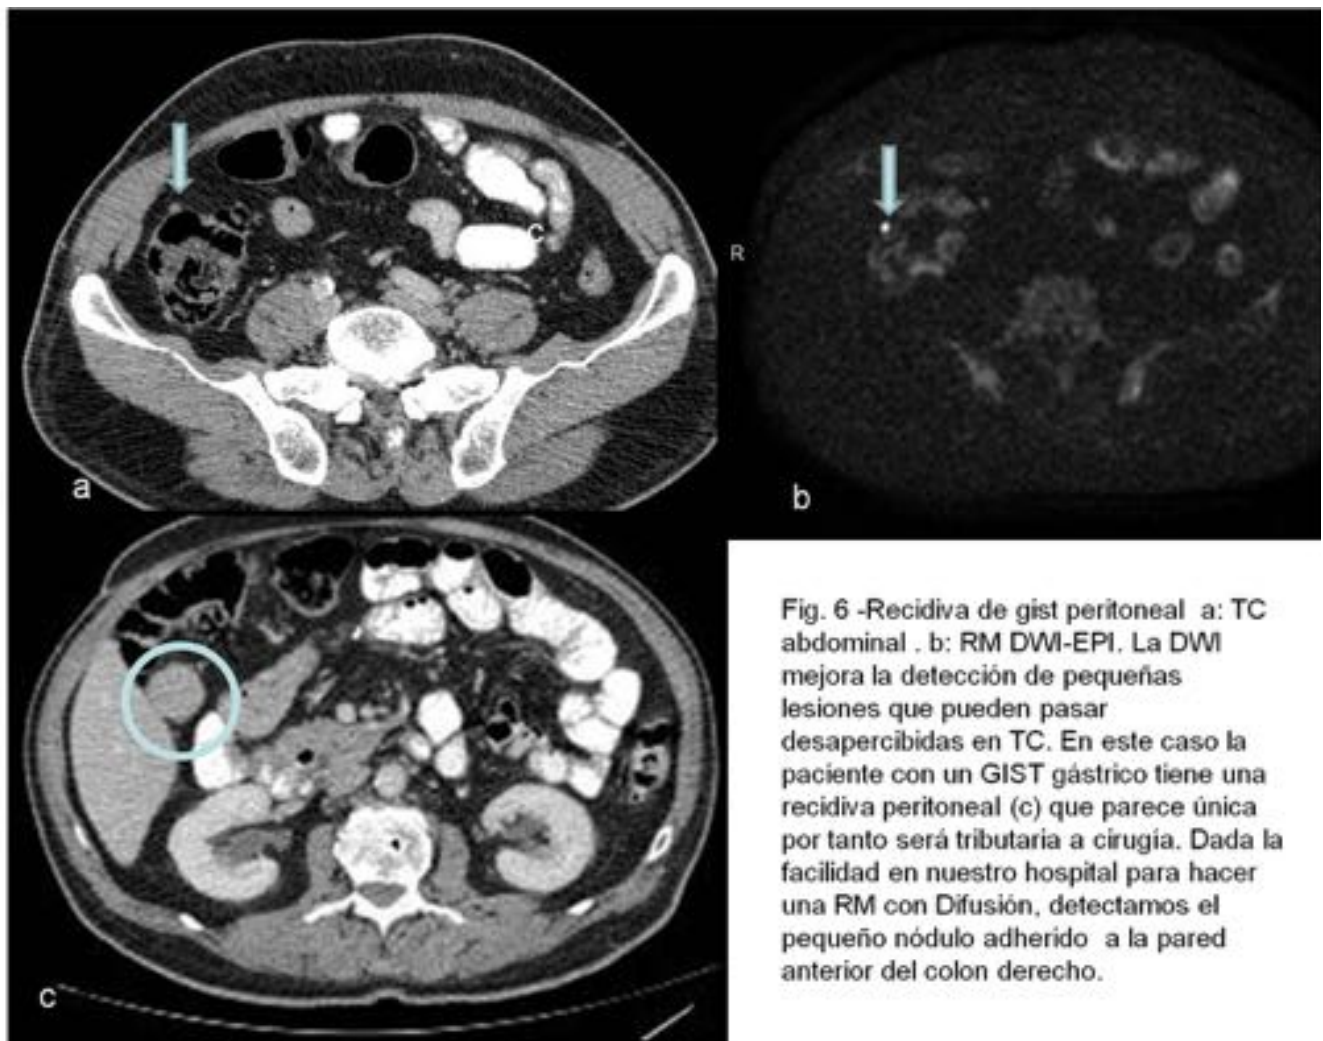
Recidiva de gist peritoneal a: TC abdominal . b: RM DWI-EPI. La DWI mejora la detección de pequeñas lesiones que pueden pasar desapercibidas en TC. En este caso la paciente con un GIST gástrico tiene una recidiva peritoneal (c) que parece única por tanto será tributaria a cirugía. Dada la facilidad en nuestro hospital para hacer una RM con Difusión, detectamos el pequeño nódulo adherido a la pared anterior del colon derecho.
